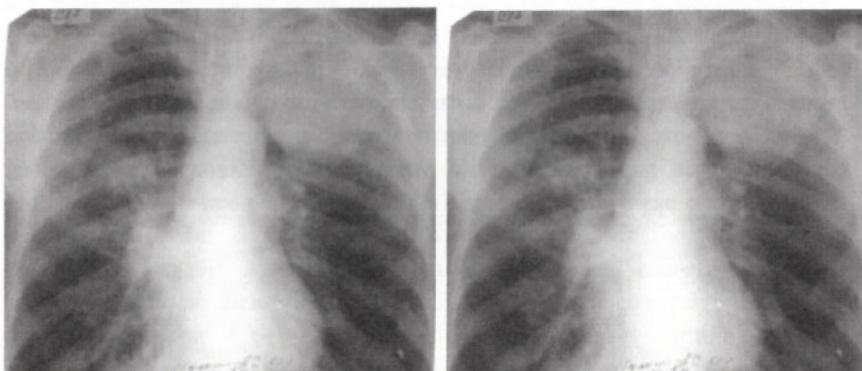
Рентгенограммы органов грудной клетки. Хронический абсцесс легкого
